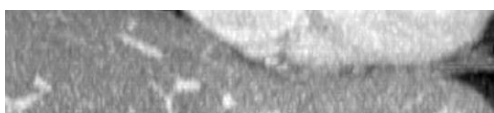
Компьютерная томография органов брюшной полости пациентки Г.
